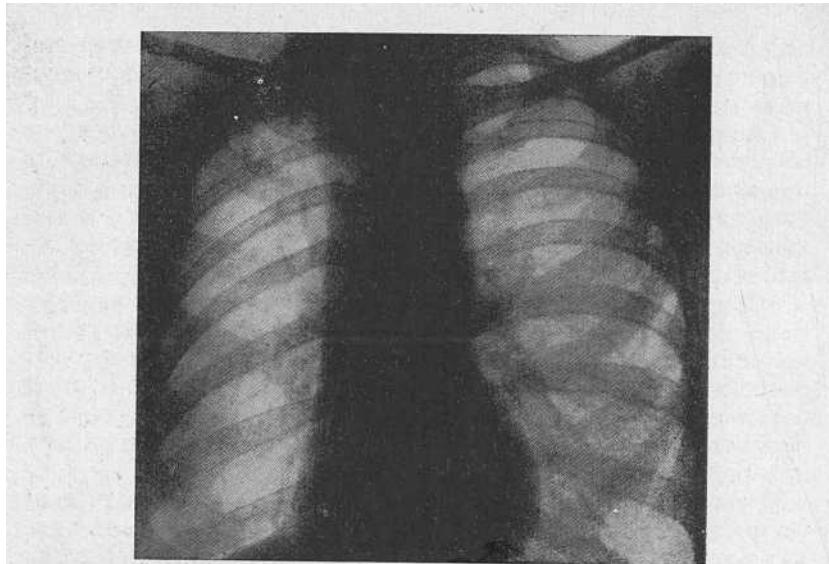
Рентгенограмма больной К. Под плевральными наслоениями в верхушке правого легкого отмечаются очаговые тени туберкулезного характера и фиброзные тяжи.
